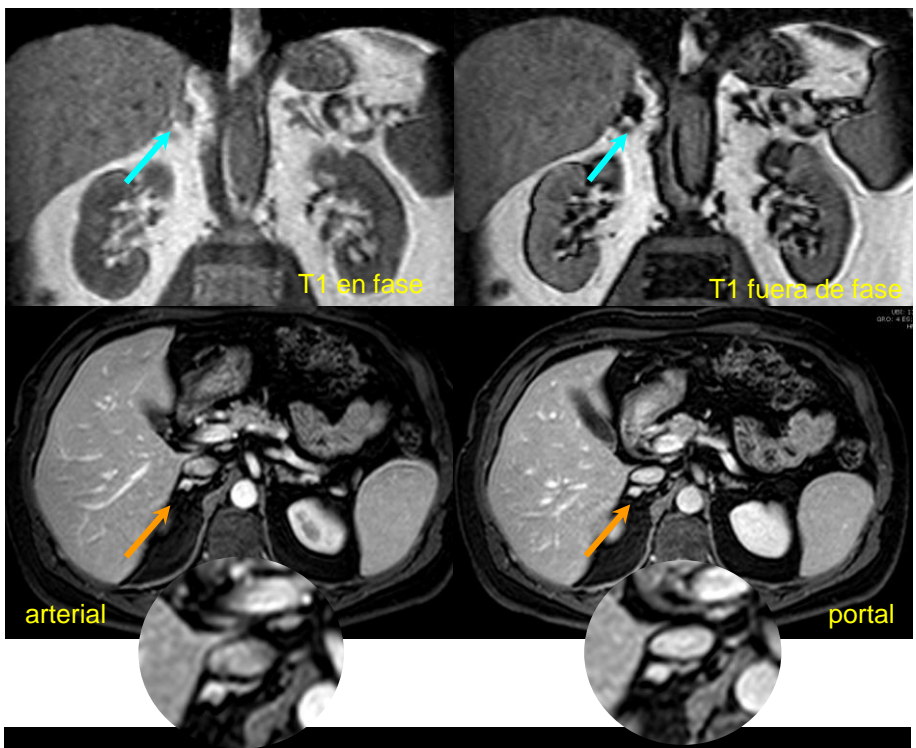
Tumor de colisión. RM c/ cte ev. Imagen oval en GS derecha, presenta una imagen nodular con caída de la señal en secuencia de fase opuesta (flechas celestes) y otra imagen adyacente con realce tras la administración de contraste endovenoso (flechas naranja).
